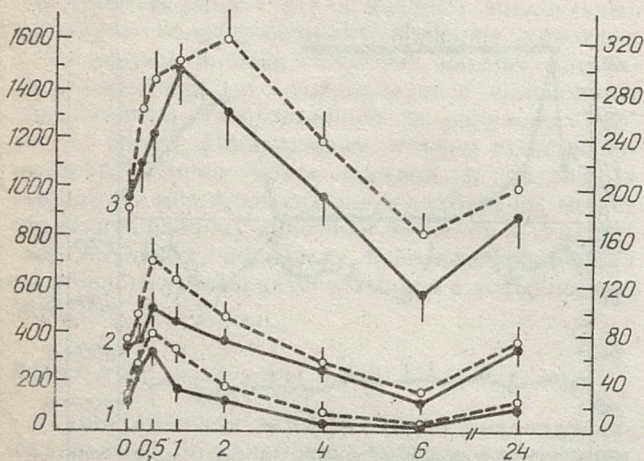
Динамика уровня ДЭА (1), ДЭА-С (2) и F (3) в плазме периферической крови у самцов павианов гамадрилов ($n=3$) в ответ на инъекцию инсулина (0,2 ЕД на 1 кг массы тела) в контрольный период (сплошные кривые) и на фоне «медицинской кастрации», индуцированной пролонгированной (11 нед) инфузией сурфагона (пунктирные кривые; $M \pm m$).
